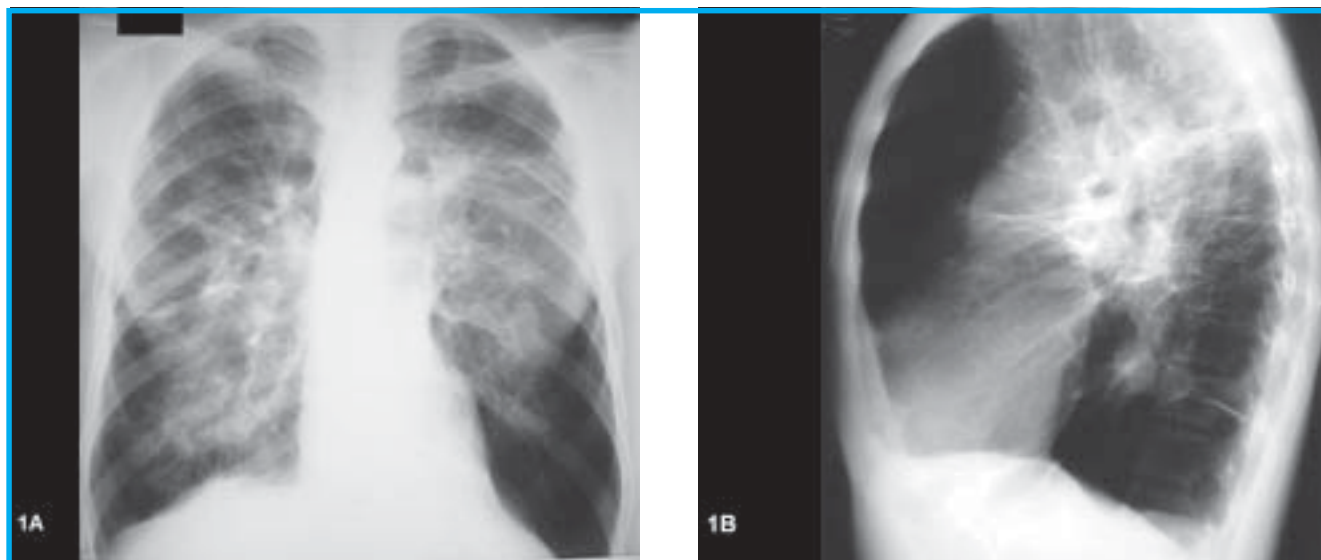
Homem de 33 anos, tabagista, com dispnéia progressiva e tosse seca. Relatava uso de drogas injetáveis, macerando comprimidos (modafinil - droga estimulante do sistema nervoso central). Radiografias de tórax em ântero-posterior (A) e radiografia em perfil (B). Observam-se opacidades nos campos médios nas regiões para-hilares, havendo sinais de enfisema nas bases e nas regiões anteriores.
